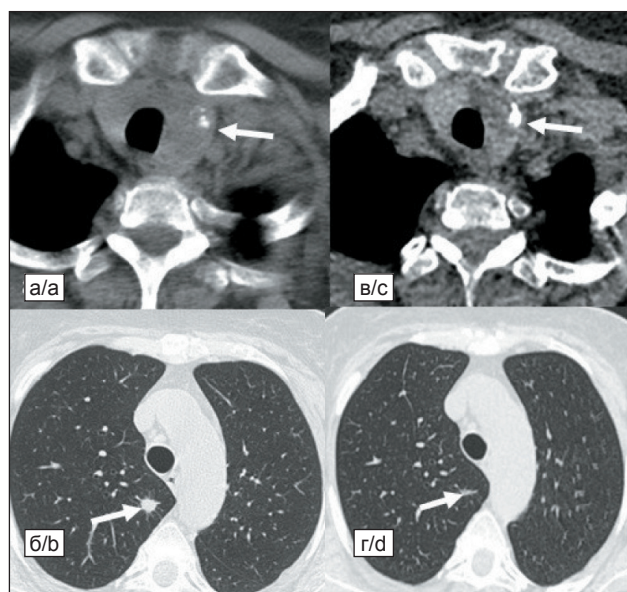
КТ в динамике на фоне системной терапии, в сравнении с 06.2019 (а, б) и 10.2019 (в, г): уменьшение размеров образования левой доли щитовидной железы и образования S2 правого легкого по данным КТ (точные размеры затруднительно отразить из-за отсутствия контрастирования первой КТ). Увеличенный бронхопульмональный лимфатический узел справа, единичные очаговые образования легких (в режиме MIP)
